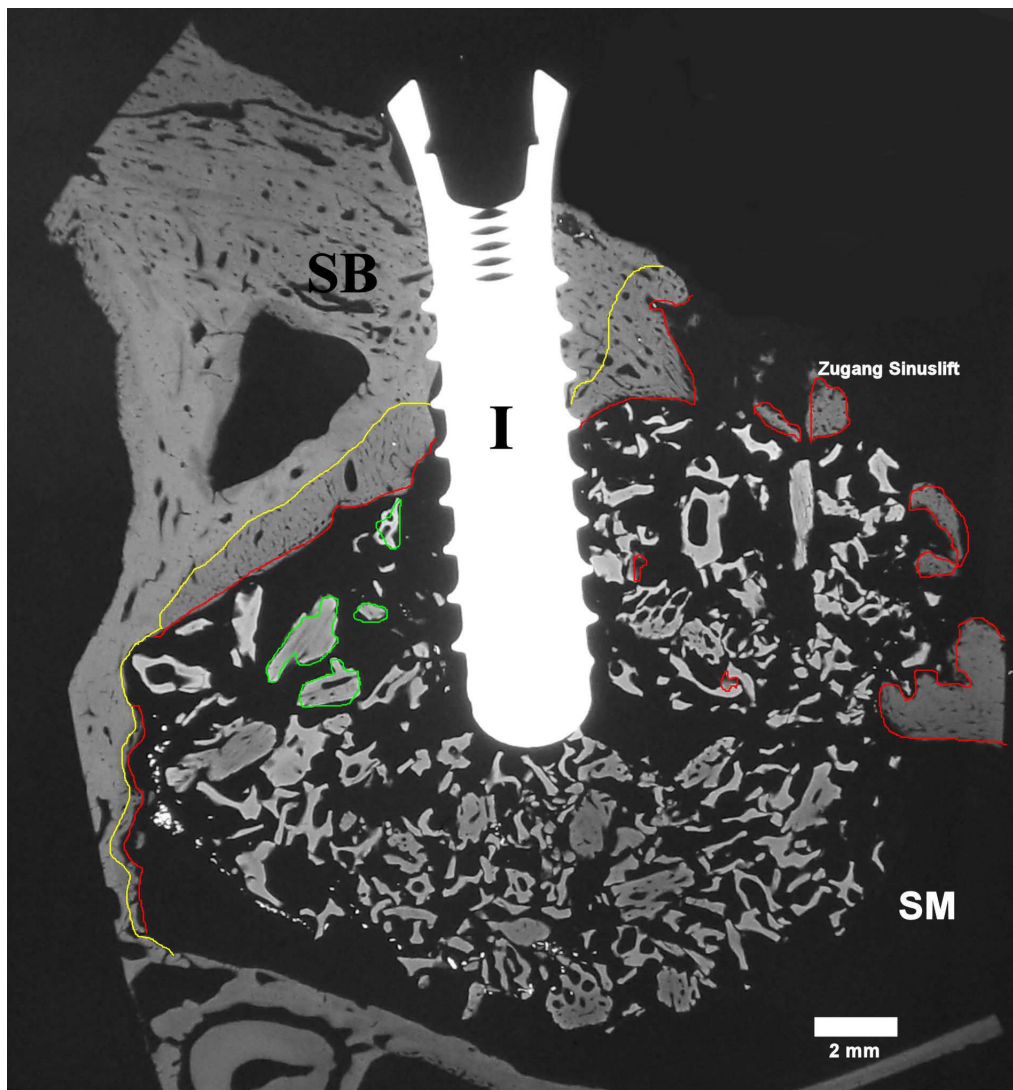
Mikroradiographie der Sinusbodenaugmentation der Testseite mit Bio-Oss®, autologen Osteoblasten und PRP mit primärer Insertion eines ITI®-Implantates (I). Die gelbe Linie zeigt den ehemaligen Sinusboden (SB), die rote Linie den neu appositionierten Knochen, welcher durch die geringere Mineralisation dunkelgrau erscheint. Die Bio-Oss® Partikel sind grün markiert. Sinus maxillaris (SM)
